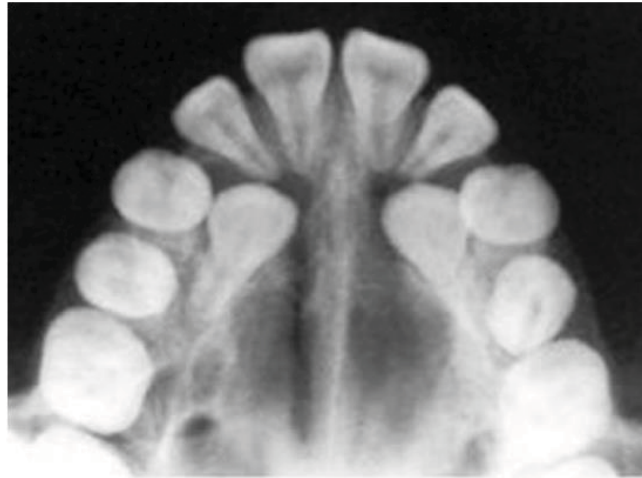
Radiografía oclusal. (8)
